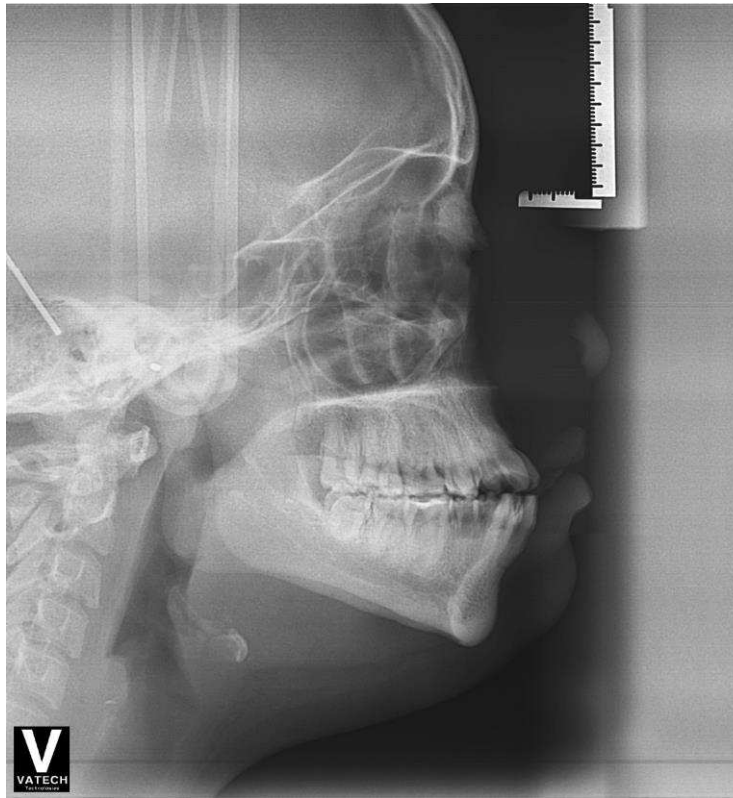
Telerradiografia
